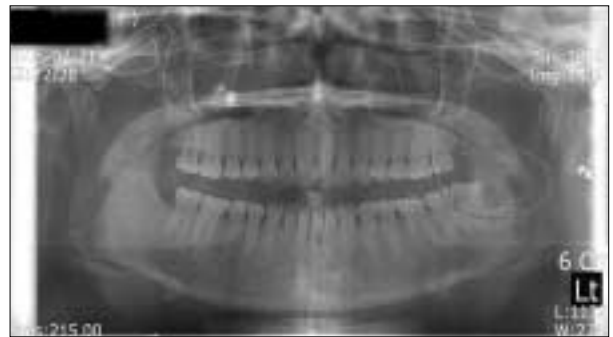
Preoperative panoramic radiograph (2005 taking).
